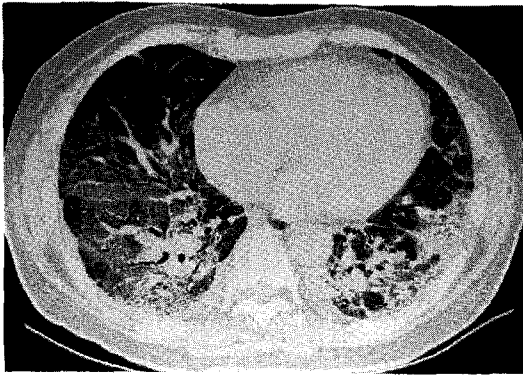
HRCT scan shows wide-spread areas of ground-glass attenuation in both lungs with diffuse interlobular septal thickening within the areas.
